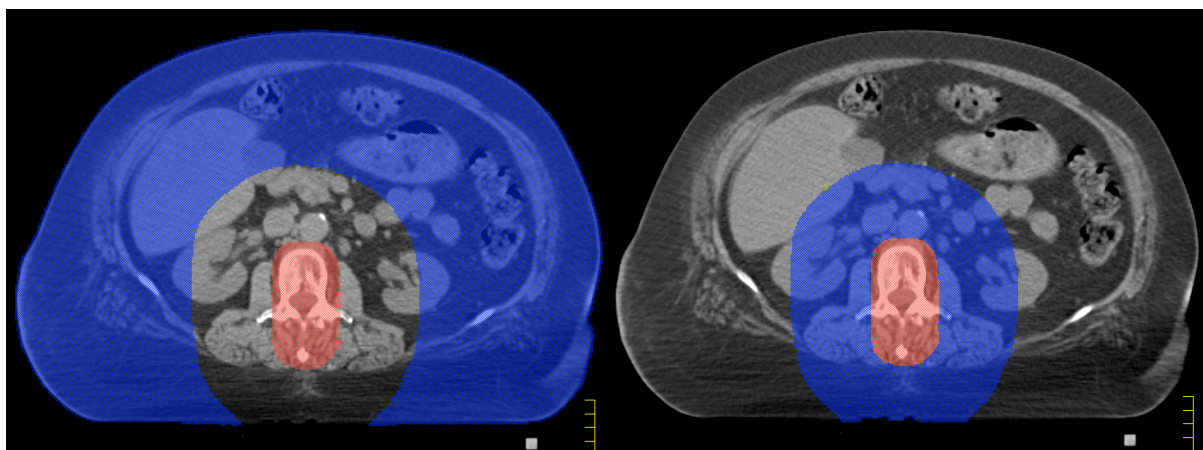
Outline-(PTV+5) (blaue Fläche links) und PTV_Ring5 (blaue Fläche rechts) im transversalen CT-Schnittbild. Mit der roten Fläche ist das PTV hervorgehoben.
